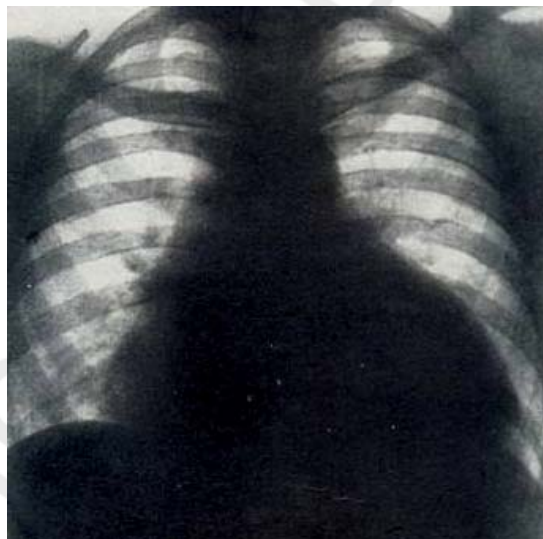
Рентгенограмма сердца в прямой проекции больного с экссудативным перикардитом
